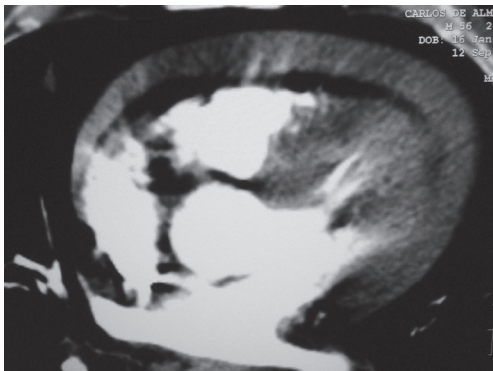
Tomografia computadorizada de tórax, com contraste, evidenciando um derrame pericárdico.
